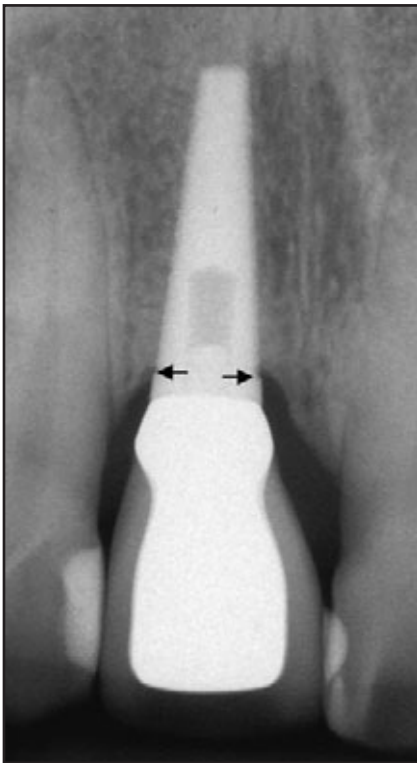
Röntgenbild eines 12 mm langen Implantats, das als Ersatz für den oberen rechten zentralen Schneidezahn diente, nach 9 Jahren Funktion. Die Pfeile deuten die Verbindung zwischen dem gefrästen Hals von 1 mm und der gesinterten Implantatoberfläche an.
